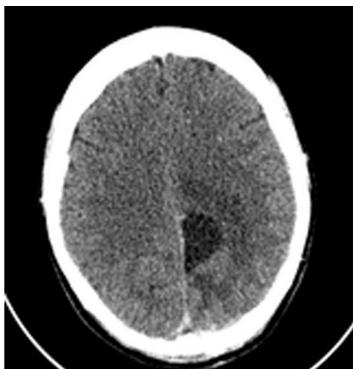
Пациентка Y. КТ-картина после удаления глиобластомы левой теменной доли.
